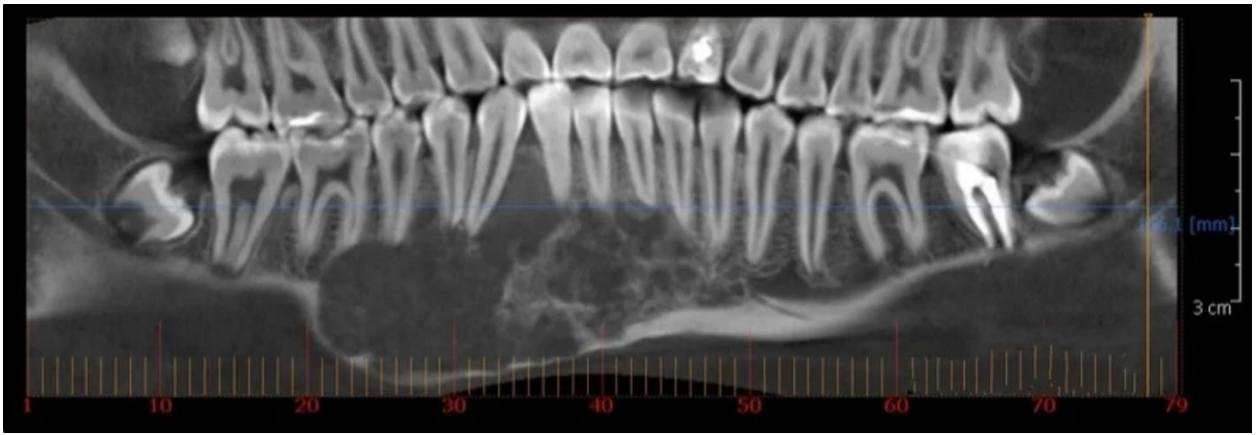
Рентгеновская картина гигантоклеточной опухоли нижней челюсти справа
